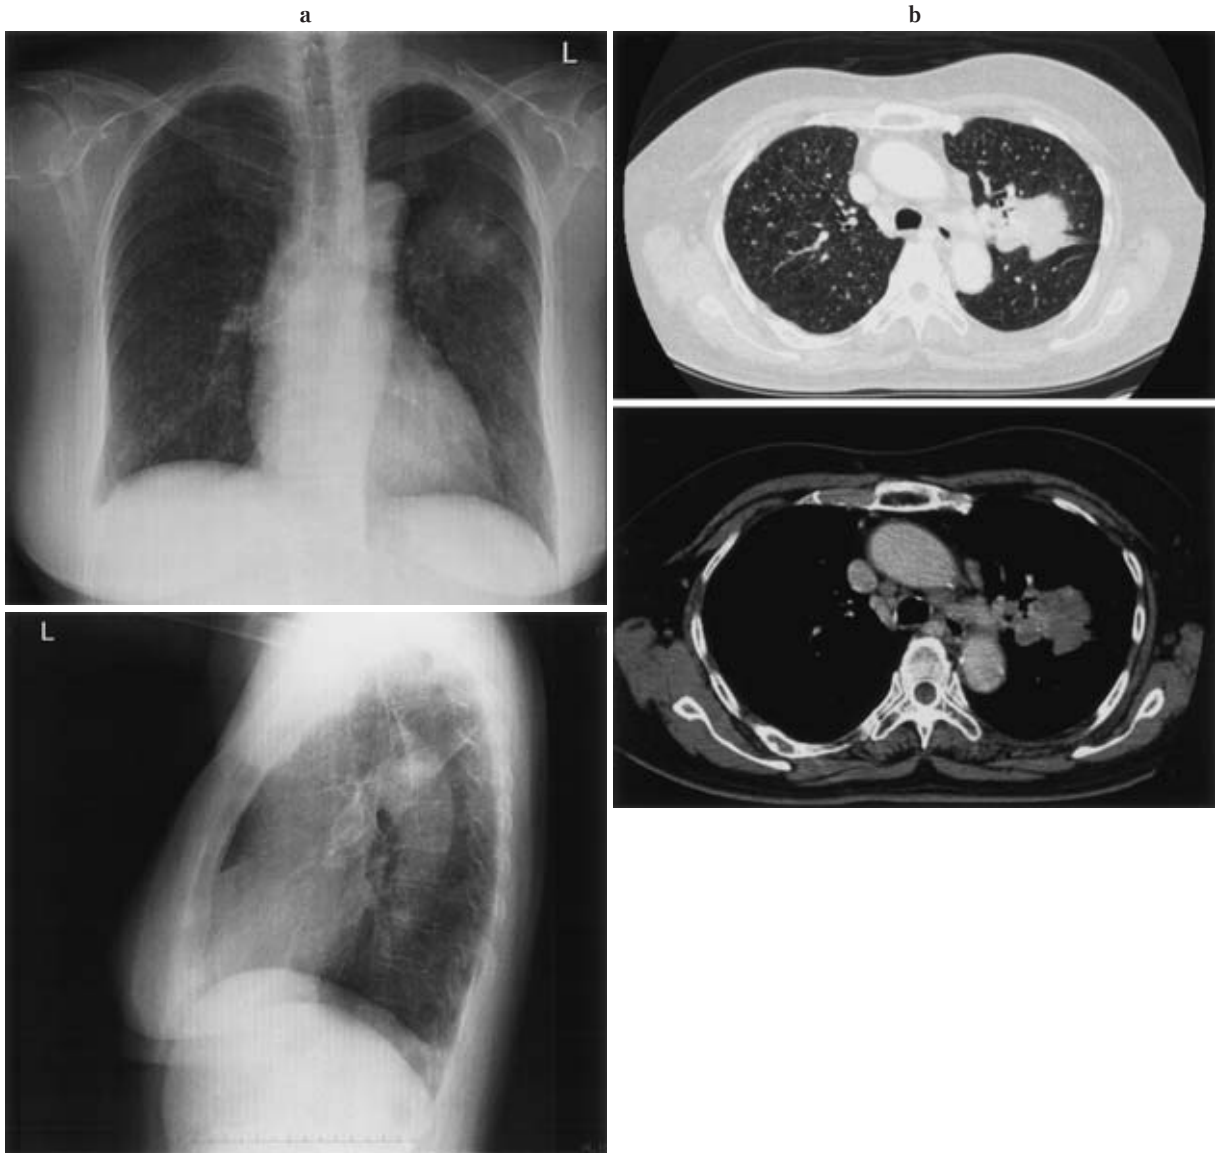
a. A chest roentgenogram on admission. A chest roentgenogram revealed multiple nodular shadows throughout both lung fields and a huge mass in the middle lung field of the left lung. b. Chest CT on admission. Chest CT revealed multiple nodular shadows throughout both lung fields and a huge mass, 55 mm in diameter, in left S¹⁺². Mediastinal lymph nodes including contralateral lymph nodes were swelling.
